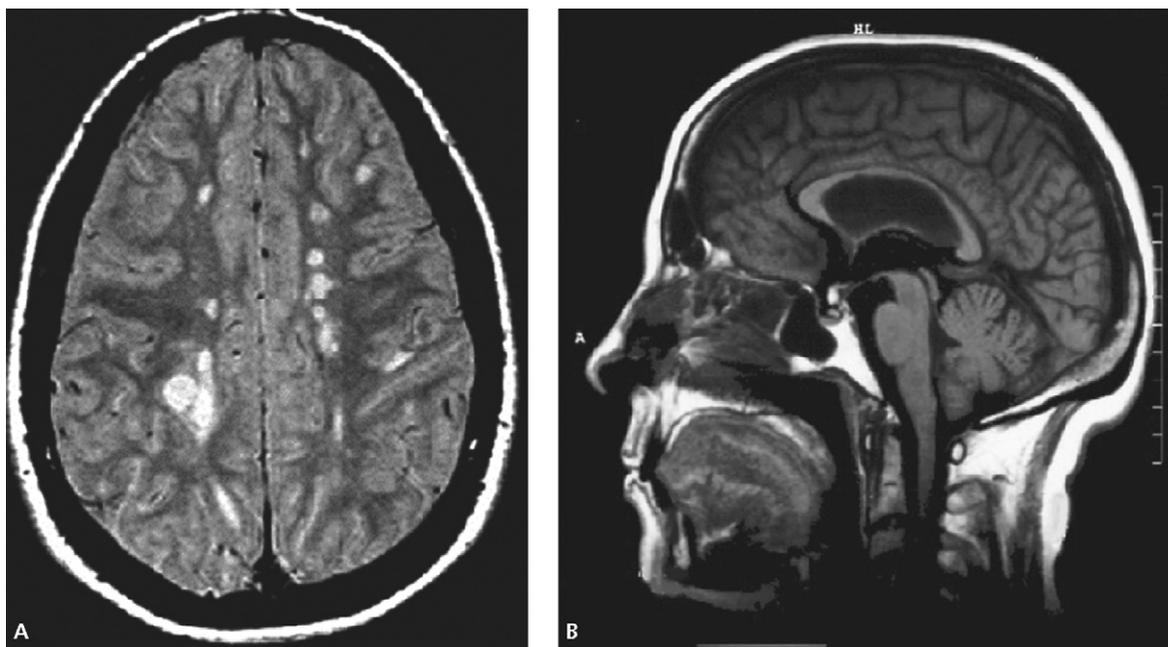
Imágenes de resonancia magnética de pacientes con esclerosis múltiple. A. Múltiples lesiones periventriculares. B. Atrofia del cuerpo calloso.
